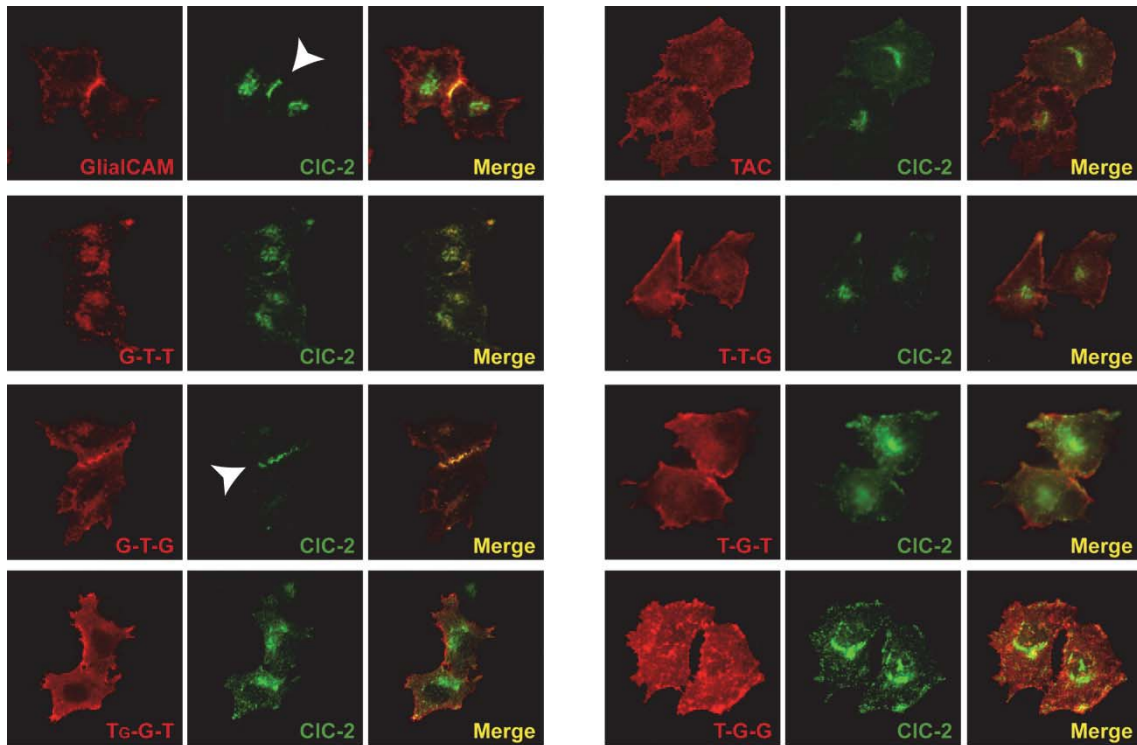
Colocalització de CIC-2 i les quimeres GlialCAM-TAC. Cèl·lules HeLa cotransfectades amb CIC-2 i cadascuna de les quimeres GlialCAM-TAC fusionades a l'epítip Flag, analitzades per immunofluorescència. Es detecta la localització de cada quimera (en vermell) amb un anticòs monoclonal contra Flag i la localització de CIC-2 (en verd) amb un anticòs policlonal contra CIC-2. Es mostra la localització de CIC-2 concentrada en unions cel·lulars (fletxes) i el comptatge del percentatge de cèl·lules que presenten aquesta localització en cada grup experimental mitjançant *Intensity profile*. Dades corresponents a 4-10 experiments independents amb el següent nombre de cèl·lules analitzades per cada grup: GlialCAM+CIC-2 (n=167); TAC+CIC-2 (n=178); G-T-T+CIC-2 (n=153); T-T-G+CIC-2 (n=124); G-T-G+CIC-2 (n=152); T-G-T+CIC-2 (n=138); Tg-G-T+CIC-2 (n=159); T-G-G+CIC-2 (n=202).
